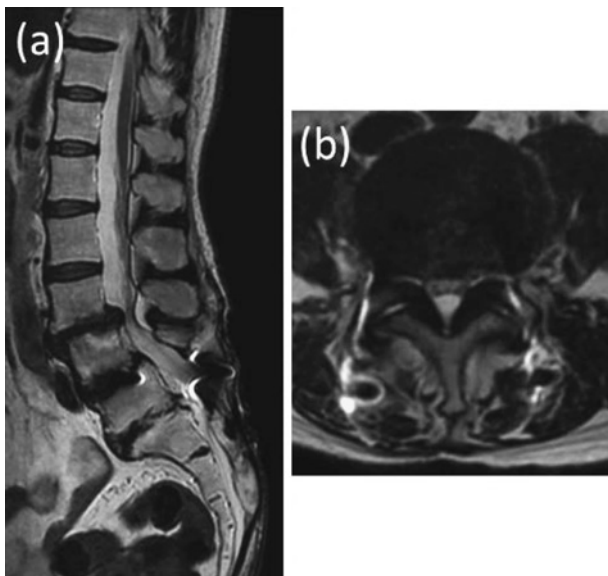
L3椎弓根骨折後MRI像（L3/4レベルで脊柱管狭窄を呈した）
